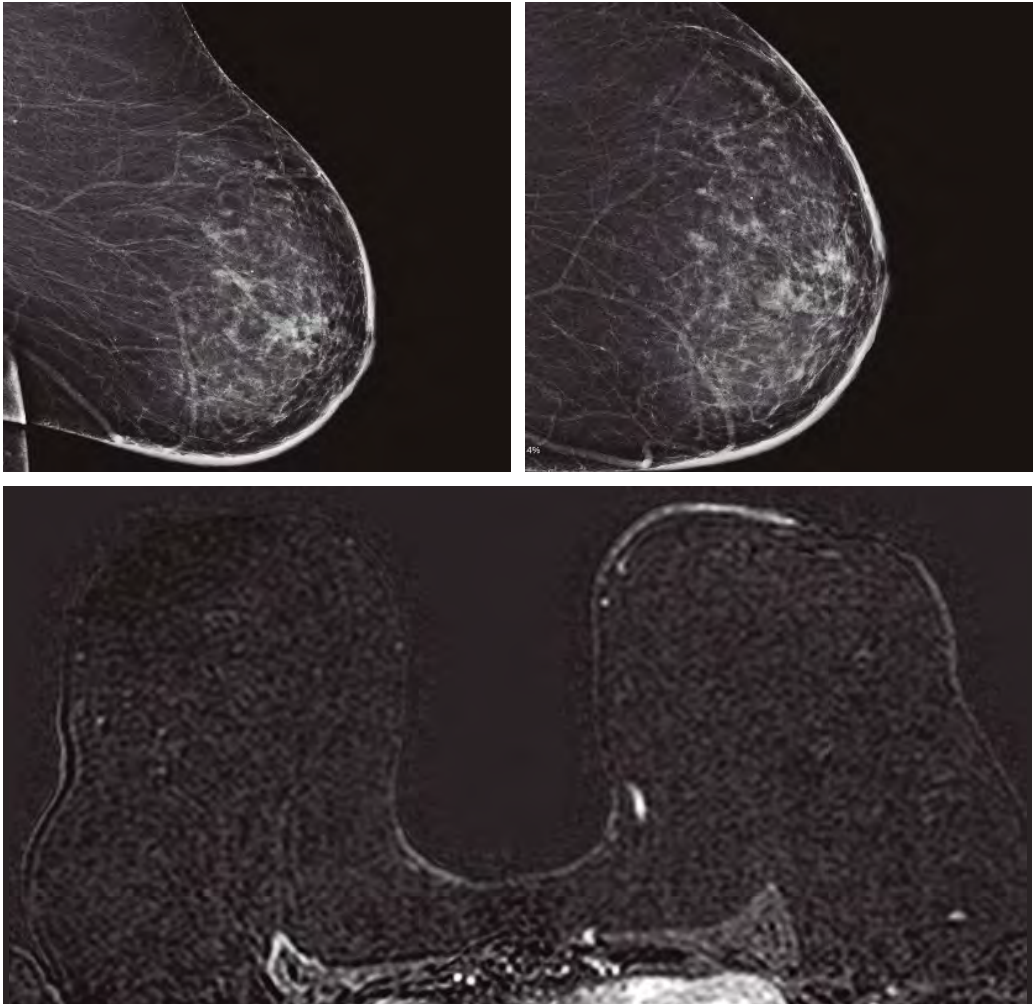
alteración cutánea. Mujer de 60 años que consulta por engrosamiento cutáneo en mama izquierda de meses de evolución. Mamografía: aumento difuso de la densidad y el grosor del plano cutáneo de la mama izquierda. Resonancia: signos de edema cutáneo con realce difuso de la superficie cutánea izquierda. Biopsia cutánea: carcinoma inflamatorio
